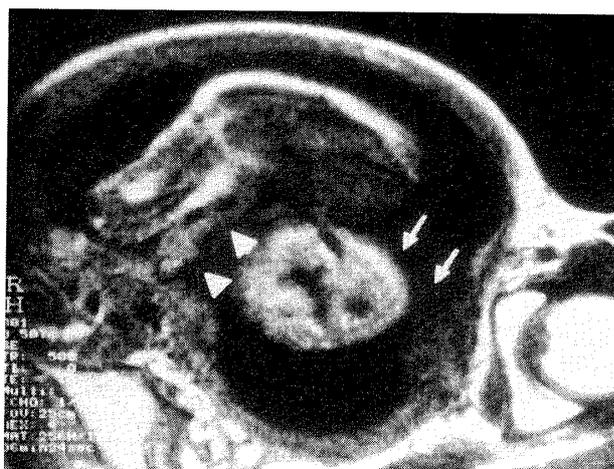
MRI findings of a transverse view of the fetal abdomen show a short umbilical cord (arrow heads) and an attachment of a bag of herniation to the placenta (arrows) on T1 weighted images (TR : 500, TE : 15).
